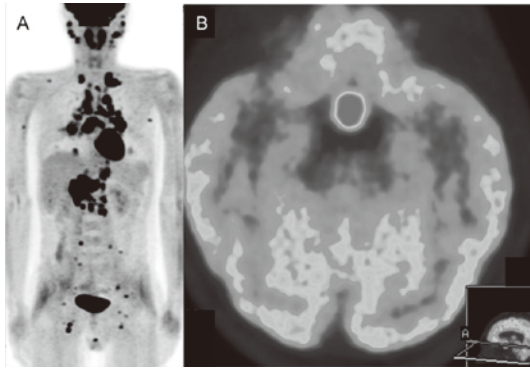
PET-CT A: 両側耳下腺周囲から頸部・鎖骨上窩・肺門縦隔・腹部傍大動脈・腸骨・鼠径部リンパ節などに集積 B: トルコ鞍部への SUV max 14.47 の集積
